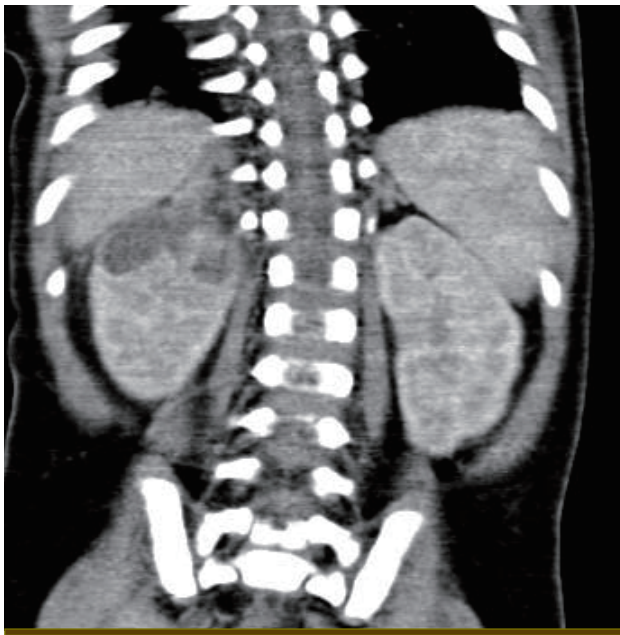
Abdominal CT finding shows multiple low attenuating lesions suggesting renal and subcapsular abscess in the upper pole periphery of the right kidney with mild bulging (largest 1.6 cm).
